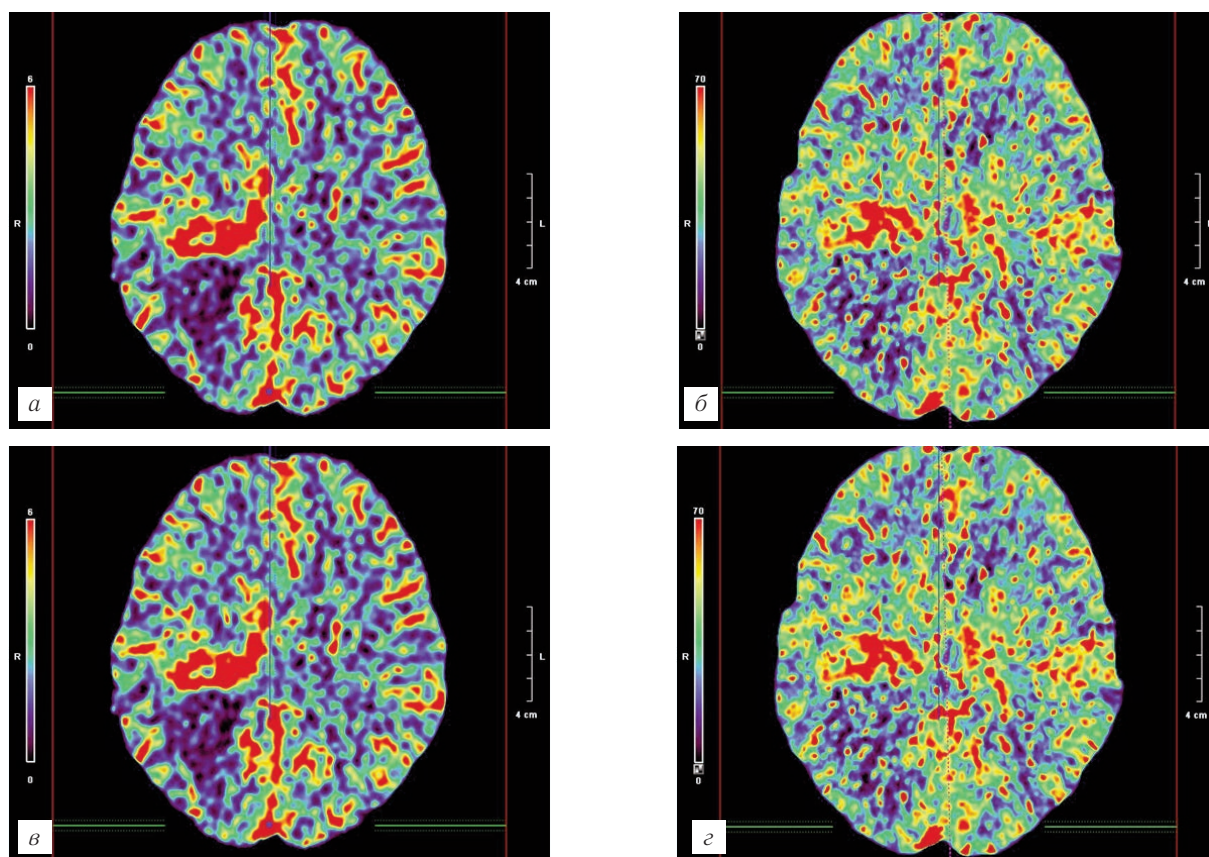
Метастаз в правую лобную долю. КТ-перфузия: динамика снижения показателей перфузии у пациента с опухолью головного мозга: *а* — после окончания курса ЛТ; *б* — через 1 месяц после окончания лечения; *в* — через 3 месяца после лечения; *г* — через 6 месяцев после окончания лечения.
